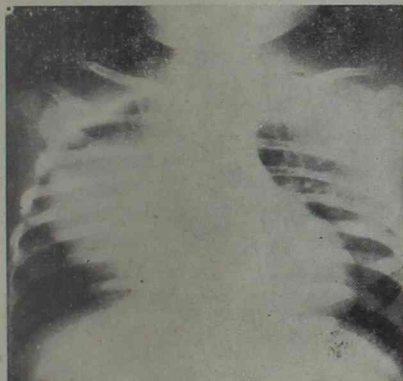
Telerradiografía al año de edad, después de la radioterapia.
